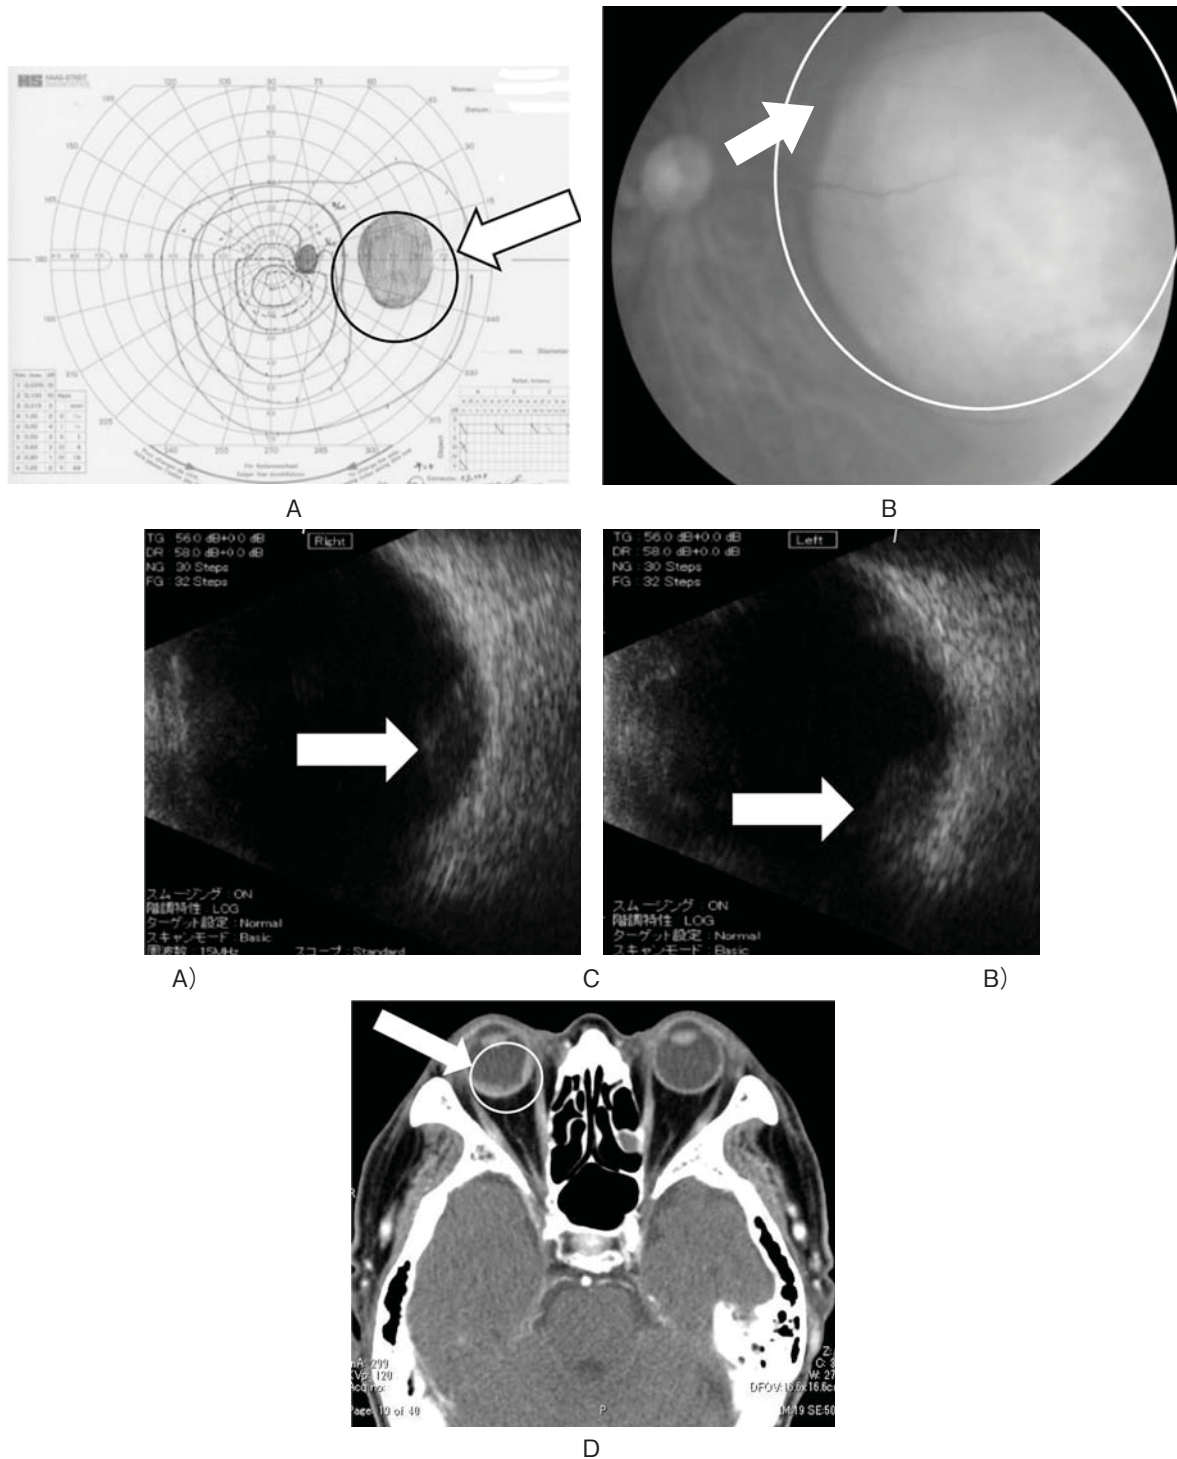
A. In the visual field examination of the right eye, the nose side eye field is lacking (arrow). B. Right eye fundus photograph shows choroidal tumor (white circle). C. B-scan ultrasonography reveals a dome shaped, inflated choroidal lesion (arrow). A) Left eye, B) Right eye. D. Orbital C/T shows intra-orbital mass in the right eye (arrow).
